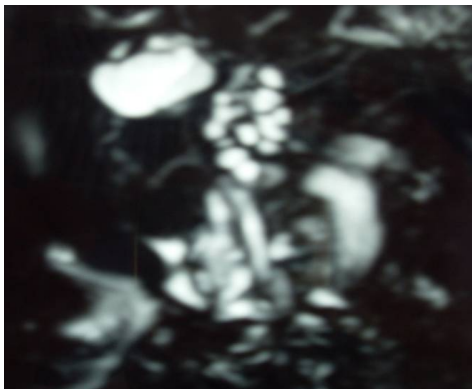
Bili- IRM : multiples petites formations kystiques au niveau de la voie biliaire principale chez un nourrisson âgé de 3 mois et ayant une paucité ductulaire non syndromatique
